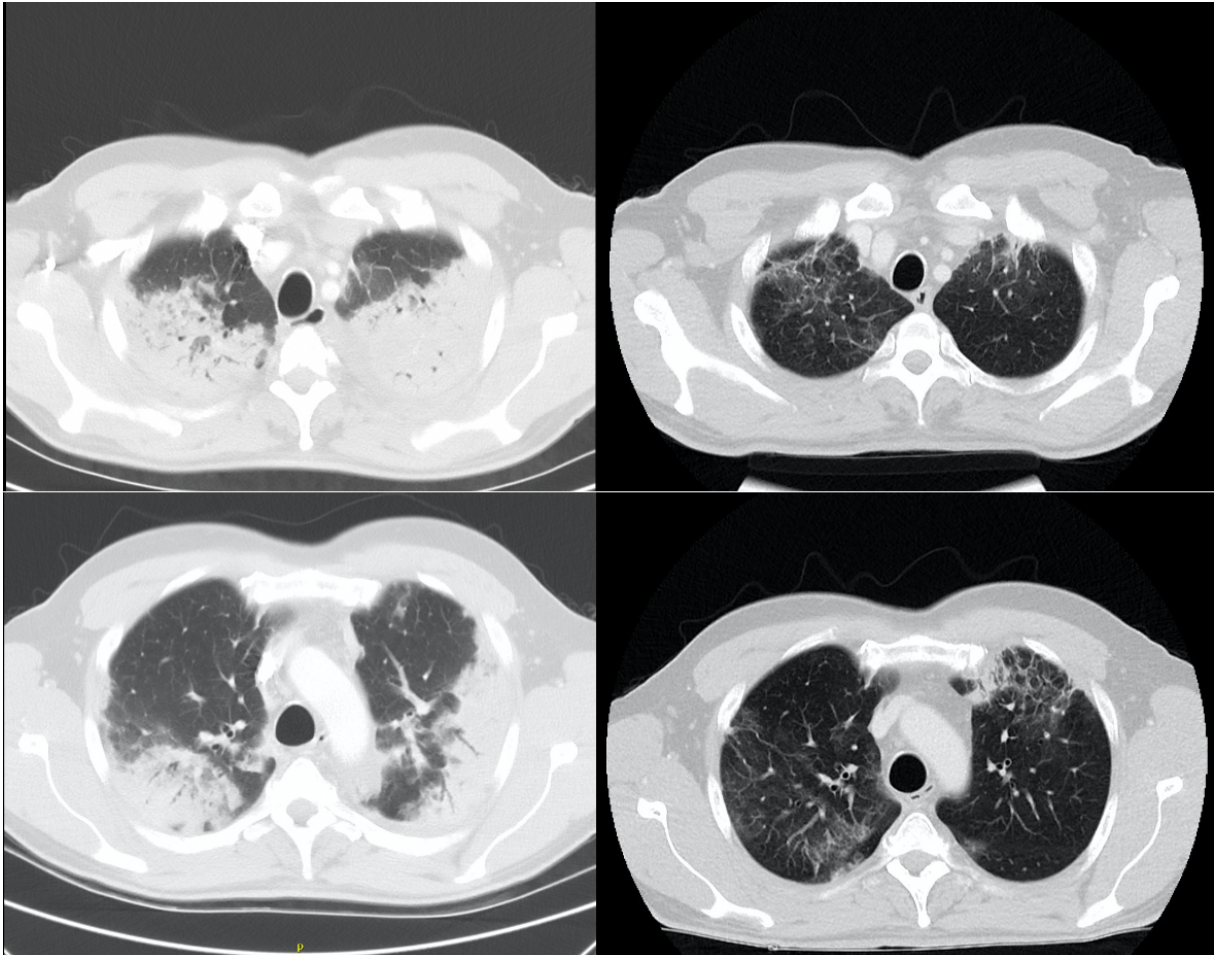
Vergleich der CT-Untersuchungen: 02.06.2020 (links) und 15.06.2020 (rechts)
